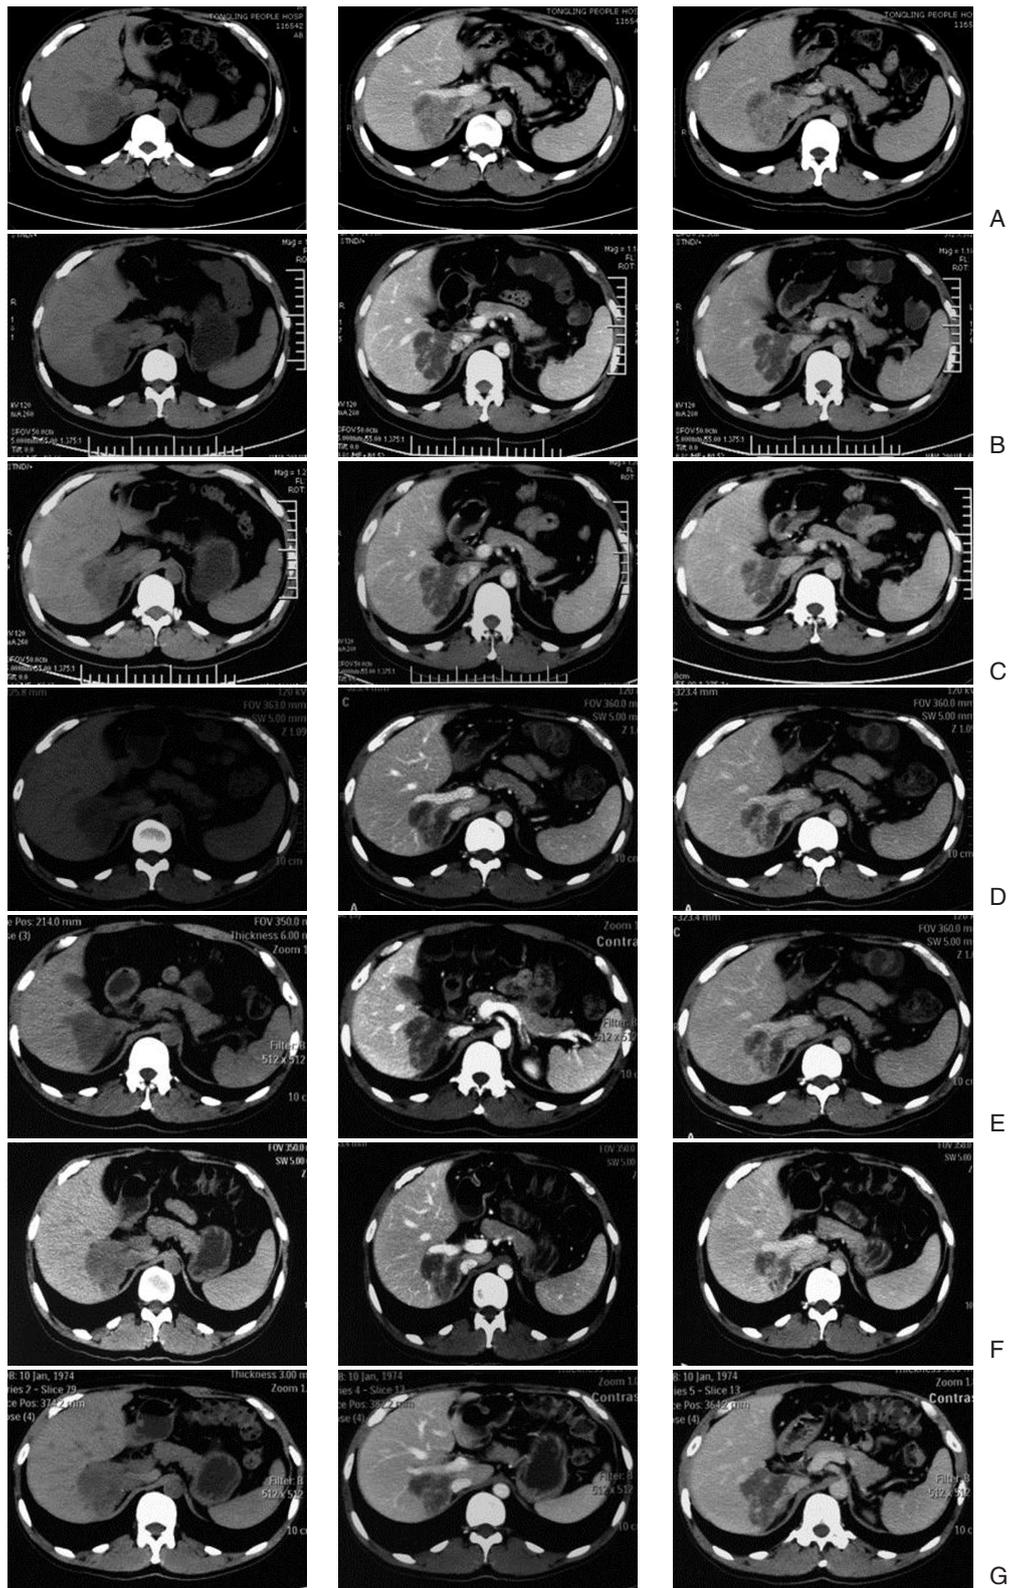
CCC 伴血管侵犯索拉非尼治疗前后 CT 影像 A: 治疗前, 肿瘤 (7 cm × 6 cm) 包绕压迫门静脉右支及下腔静脉肝内段无法手术; B: 治疗 6 周, 肿瘤局部出现坏死, 呈囊状低密度; C: 治疗 12 周, 肿瘤局部坏死、液化, 体积减小 (5 cm × 4 cm); D: 治疗 25 周; E: 治疗 36 周; F: 治疗 44 周; G: 治疗 52 周
